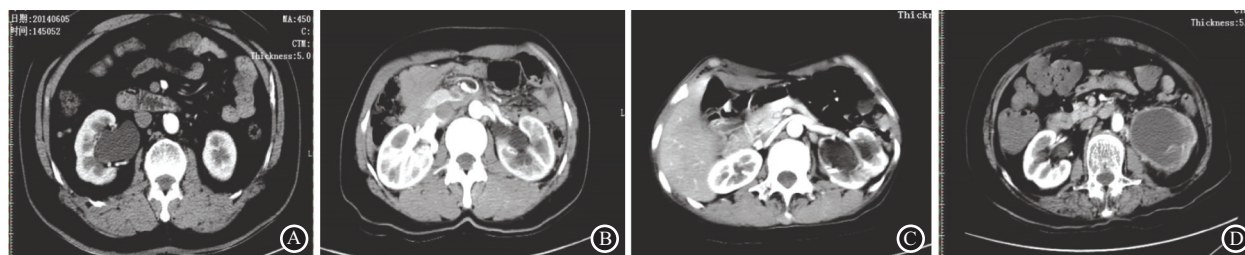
急性梗阻性肾盂肾炎的CT分级:A为分级1;B为分级2;C为分级3;D为分级4
